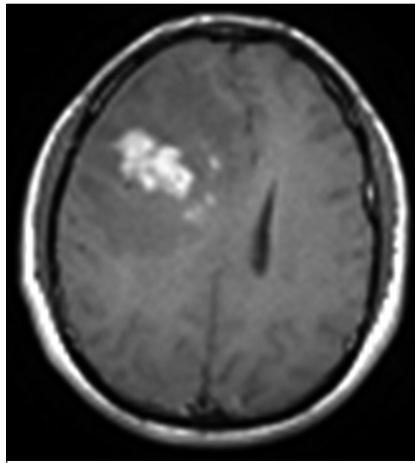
RM contrastada en T₁ que muestra lesión tumoral frontal derecha, subcortical, con captación de contraste e importante edema perilesional.
